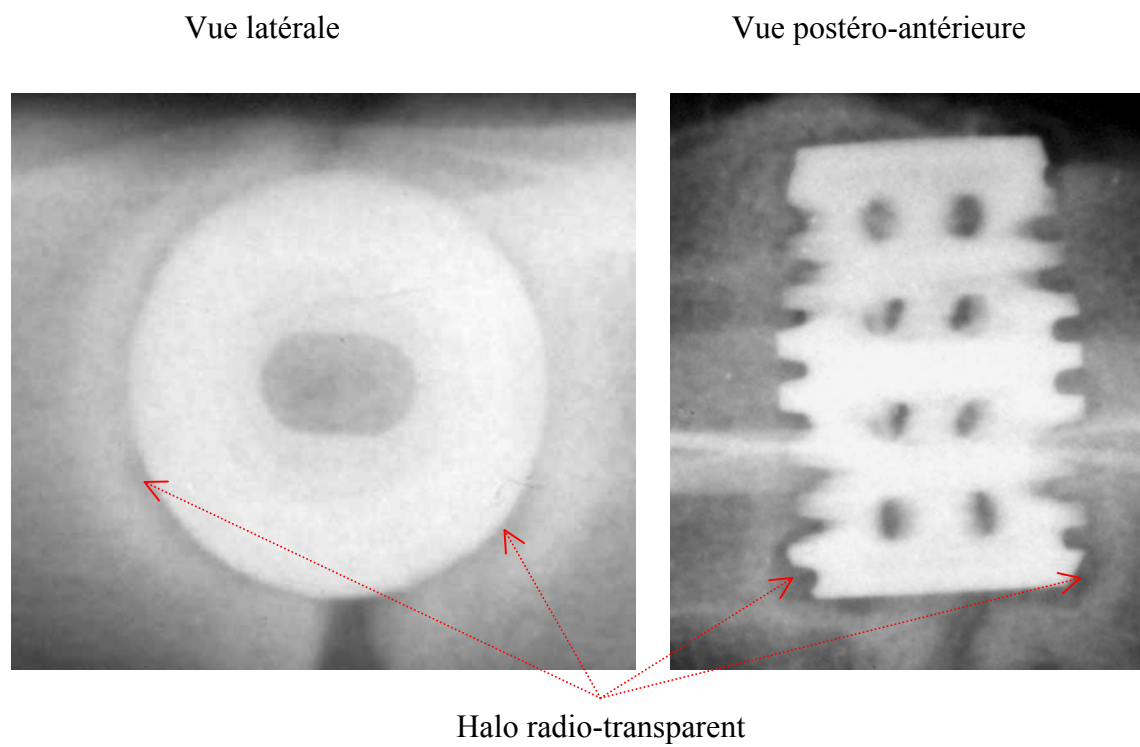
1. Radiographies latérale et postéro-antérieure du *BAK* présentant un halo radio-transparent autour de l'implant.
